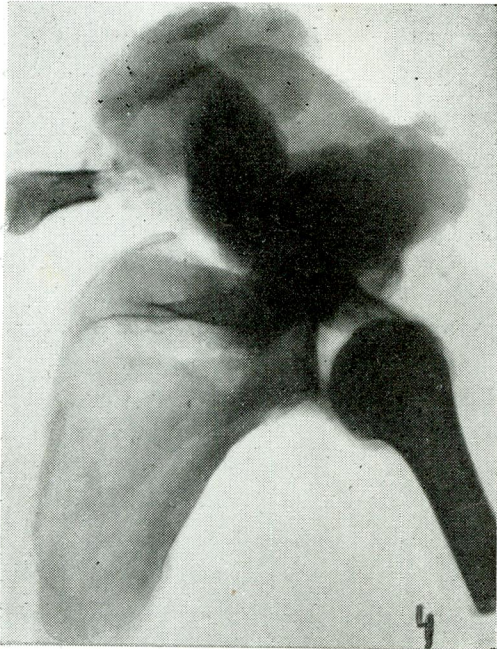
Radiografia da peça cirúrgica.
